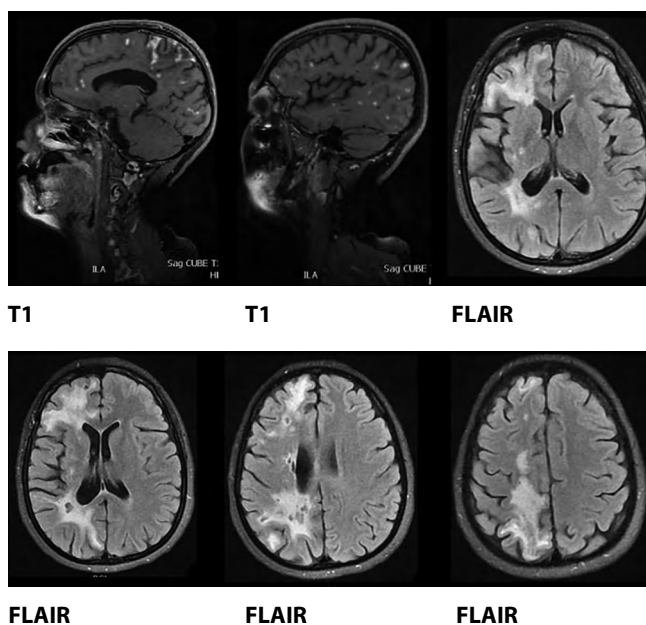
МРТ головного мозга пациентки В. в 2018 г.
